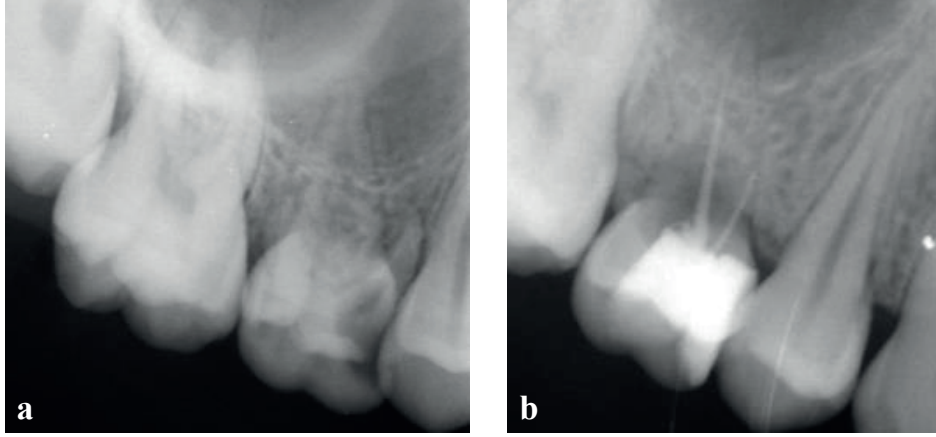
2 yıllık kontrol. a. Başlangıç radyografisi. b. Yaygın lezyon ve kök rezorpsiyonu sonucu oluşan anormal mobiliteye bağlı başarısız bir tedavi
